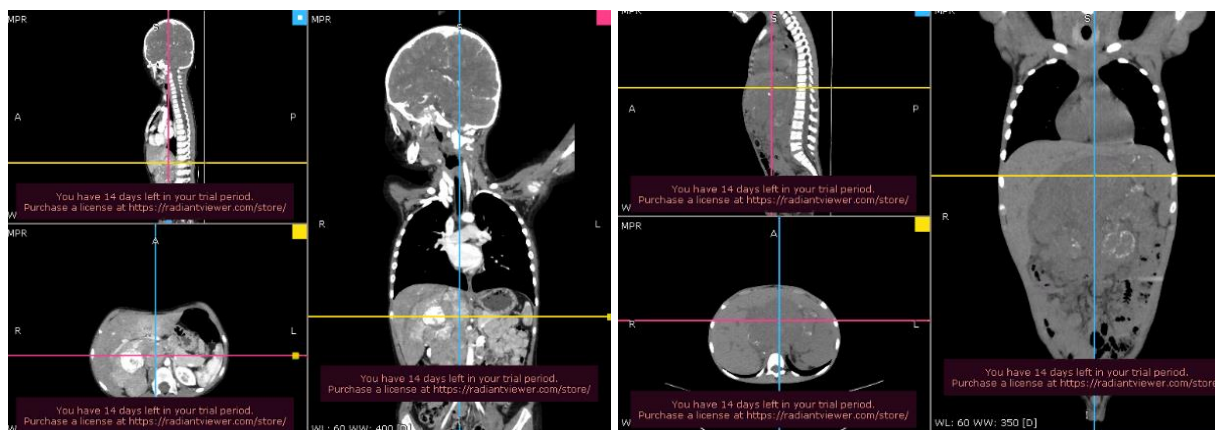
Компьютерная томография головы, органов грудной и брюшной полости с внутривенным контрастированием
